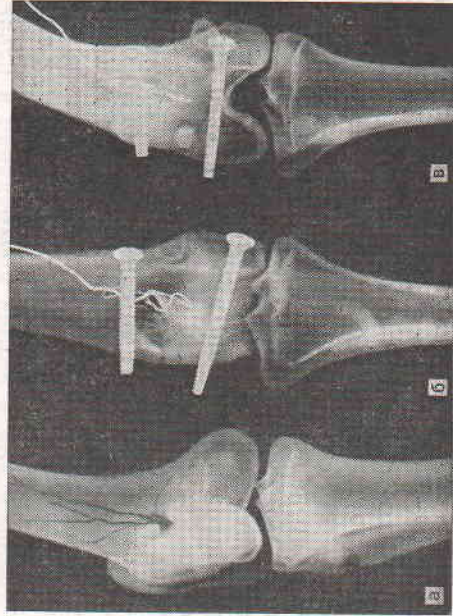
Рентгенограммы области огнестрельного перелома бедренной кости после рашения (а), через 4 (б) и 6 (в) нед ЭСО.
